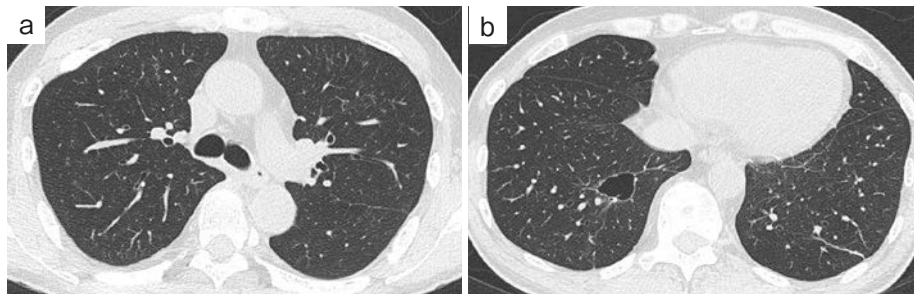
Chest HRCT findings 3 months after chemotherapy. (a, b) Chest HRCT findings 3 months after chemotherapy in combination with an immune checkpoint inhibitor revealed the elimination of multiple pulmonary metastases (a, b), and reduction in size of the primary tumor (b).
